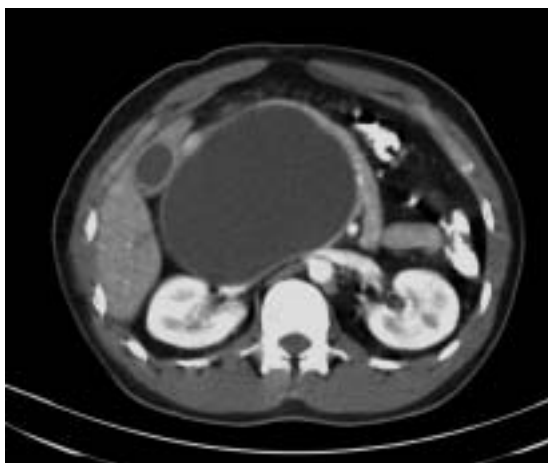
TAC abdominal con contraste preoperatorio.
